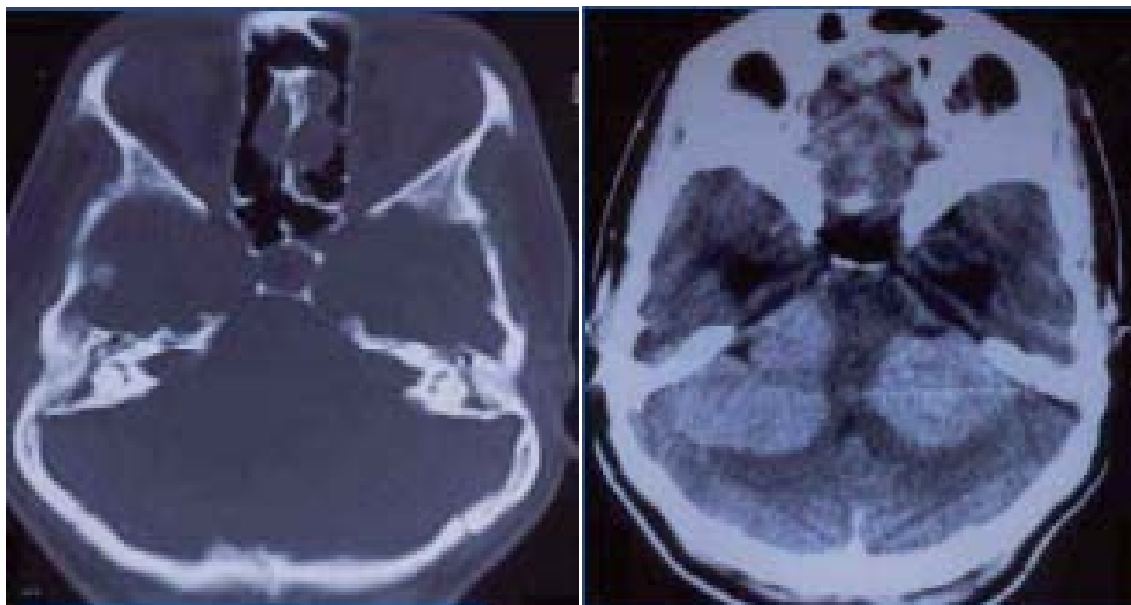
TDM fenêtre osseuse et parenchymateuse montrant un schwannome vestibulaire bilatéral.[162]
